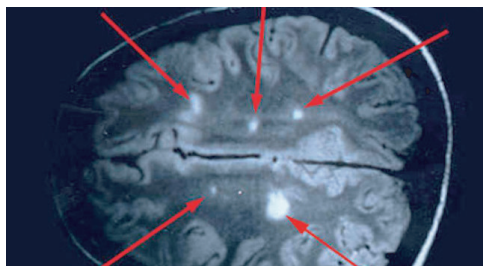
Ressonância magnética com lesões provenientes da EM, Fonte: Vaccine Resistance Moviment (2011, s.p.)
